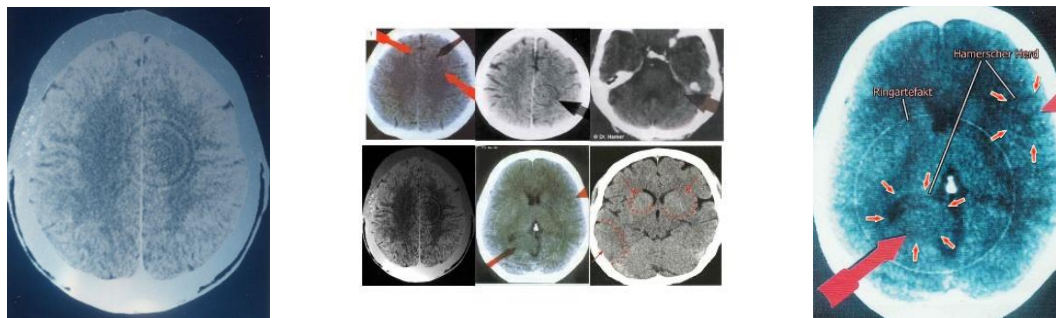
Muestras de distintos “Focos de Hamer” obtenidos por TAC, atribuidos a variadas enfermedades.
